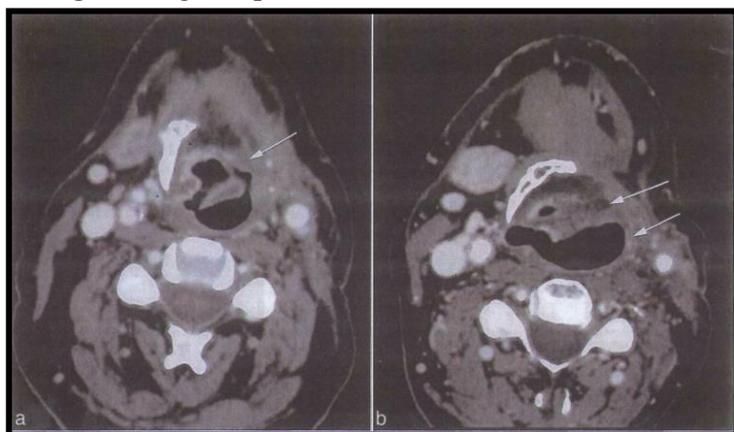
Coupes TDM dans le plan axial après Hémipharyngolaryngectomie supraglottique.
